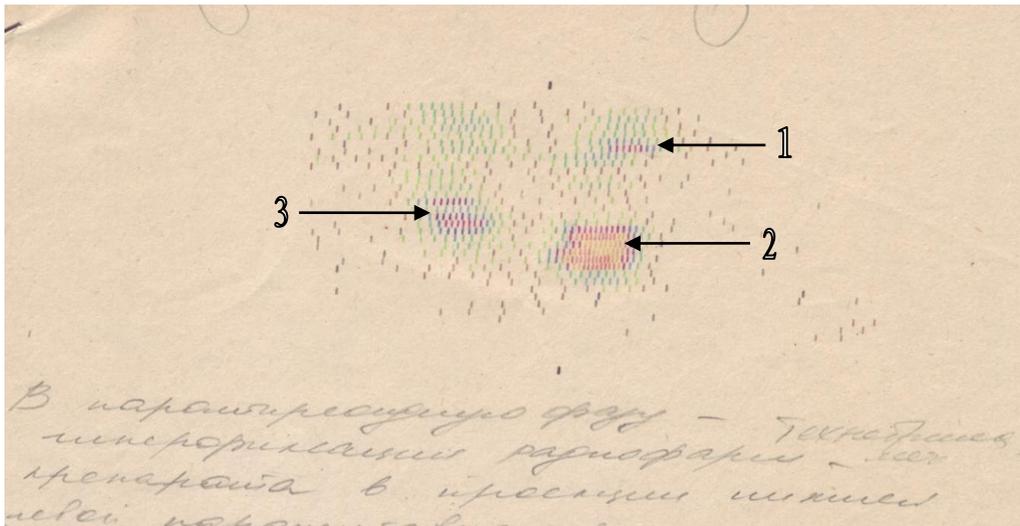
Сцинтиграмма больной Я. 44 лет (отмечено накопление радиофармпрепарата в проекции 1, 2 – верхней и нижней левых ОЩЖ и 3 – нижней правой ОЩЖ)
